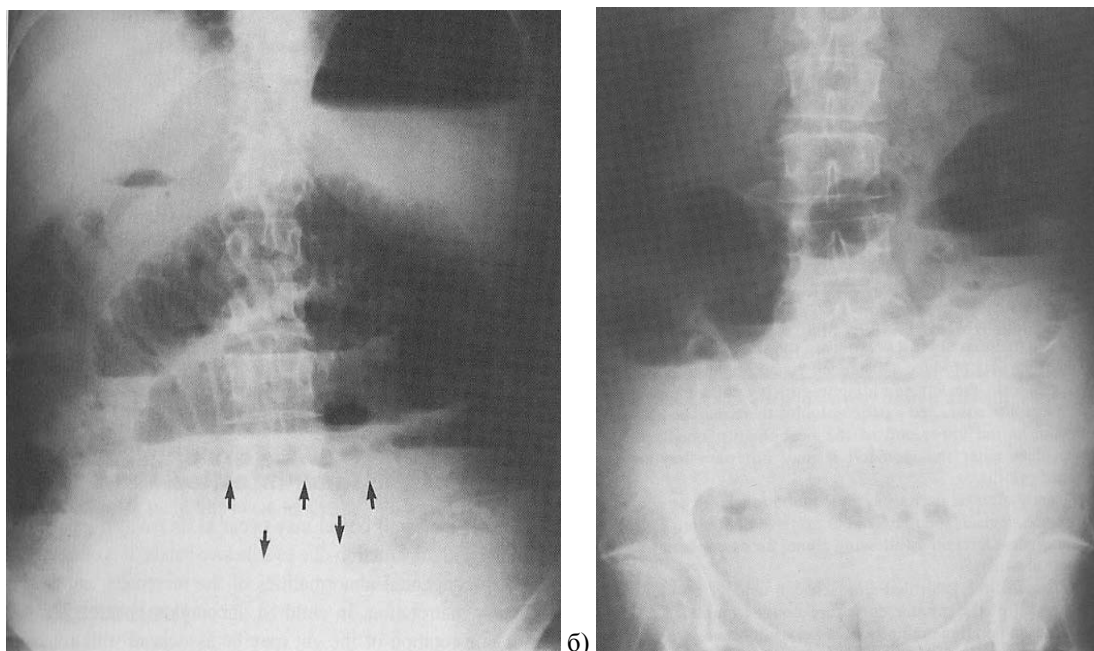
Оглядова рентгенографія черевної порожнини: а) Гіперпневматоз тонкої кишки, б) поодинокі товстокишкові чаші Клойбера.
